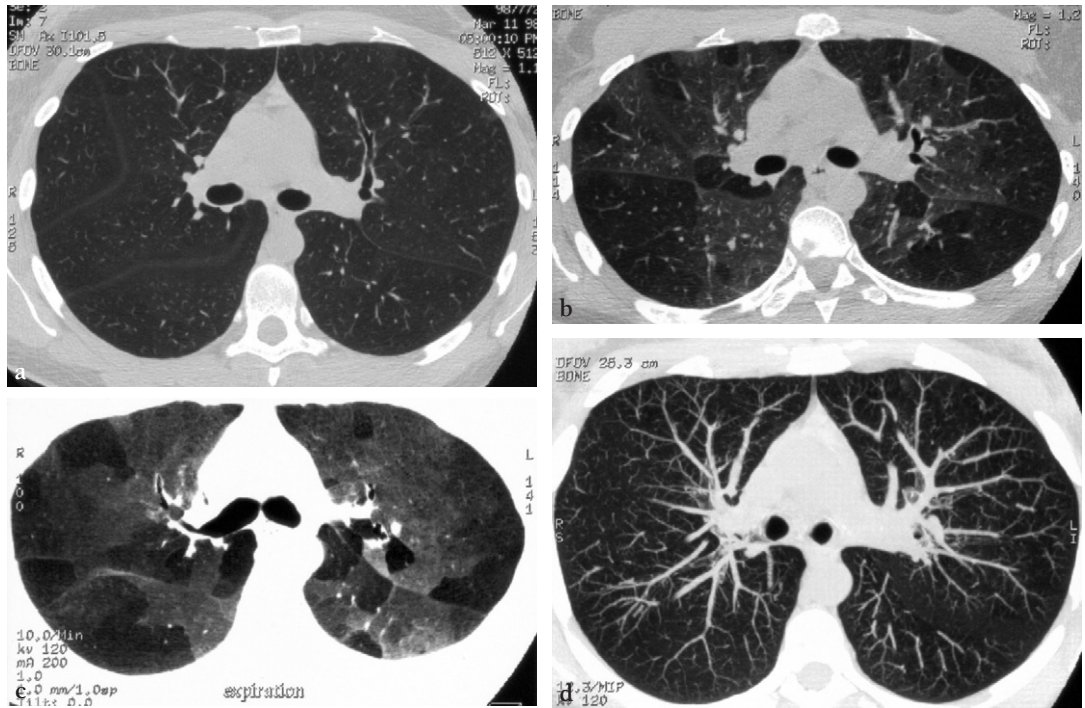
Exploration TDM-HR chez un patient de 20 ans transplanté bipulmonaire en raison d'une mucoviscidose. Chute récente du VEMS.
